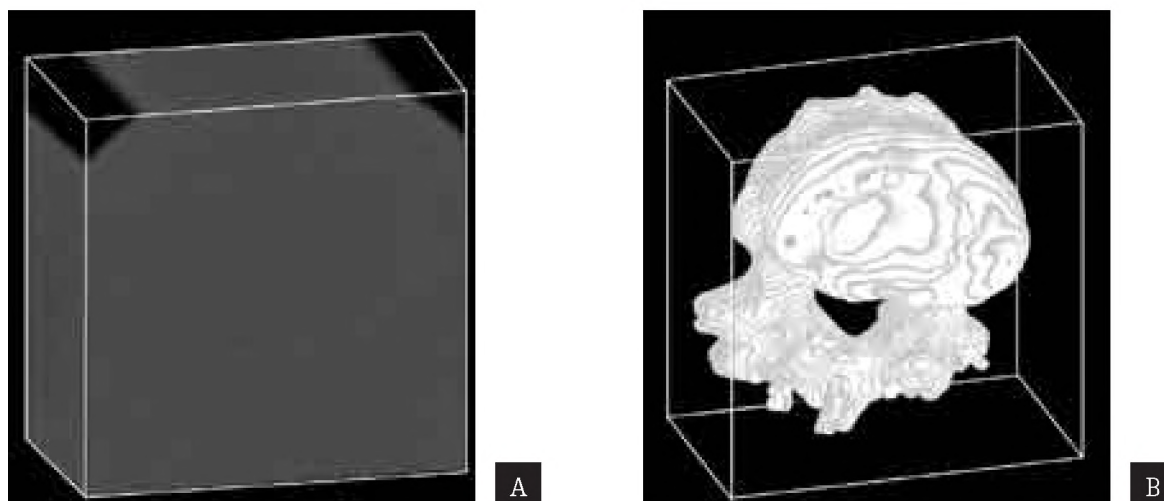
The gray-scale threshold application for the 3D rendering of chosen tissues. The 3D image of a human vertebra reconstructed and rendered on the basis of computed tomography without any threshold (a) and with a defined threshold (b).
